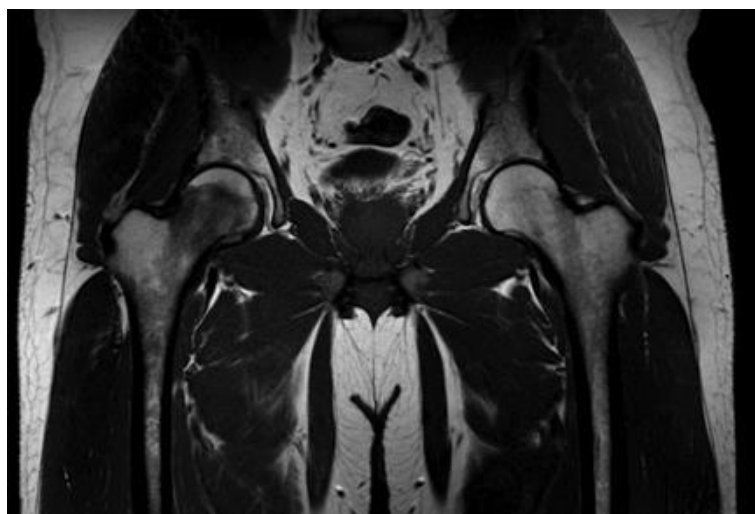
Imagem da zona do fémur adquirida através de ressonância magnética [46].
